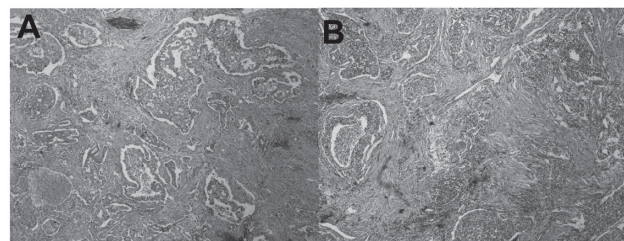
症例4. (A) 造影効果が相対的に高いと考えられる領域では介在する膠原線維の増生が目立たないのに対し、(B) CT上造影効果が相対的に低いと考えられる領域では膠原線維の増生が目立つ(EMG染色X100)。
